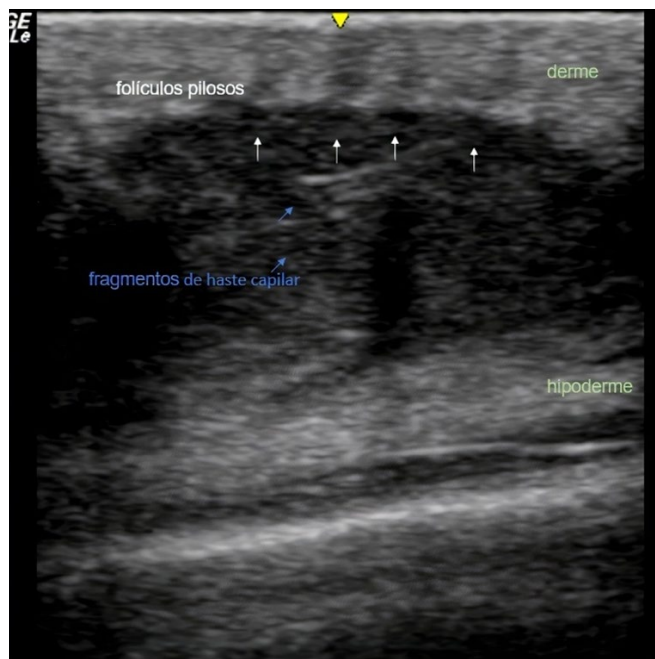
Ecografia mostrando lesão localizada na hipoderme com conteúdo hipocogénico, que comunica com a derme através de bulbos dilatados de folículos pilosos e de trajetos fistulosos intercomunicantes (Caso 1).
